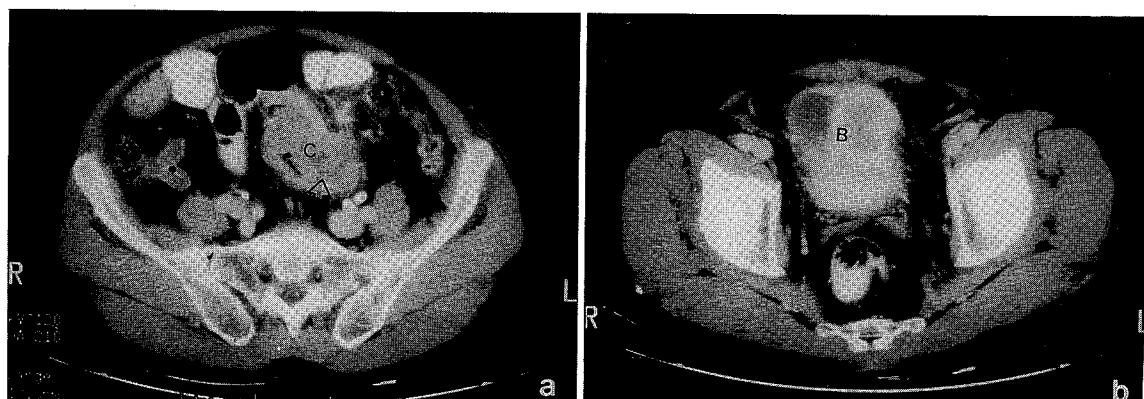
a. There is a 9 cm sized concentric irregular wall thickening (arrow) of the sigmoid colon (C) in abdominopelvic CT. b. Focal wall thickening in the lateral aspect of the bladder (B) is shown in the same patient.
